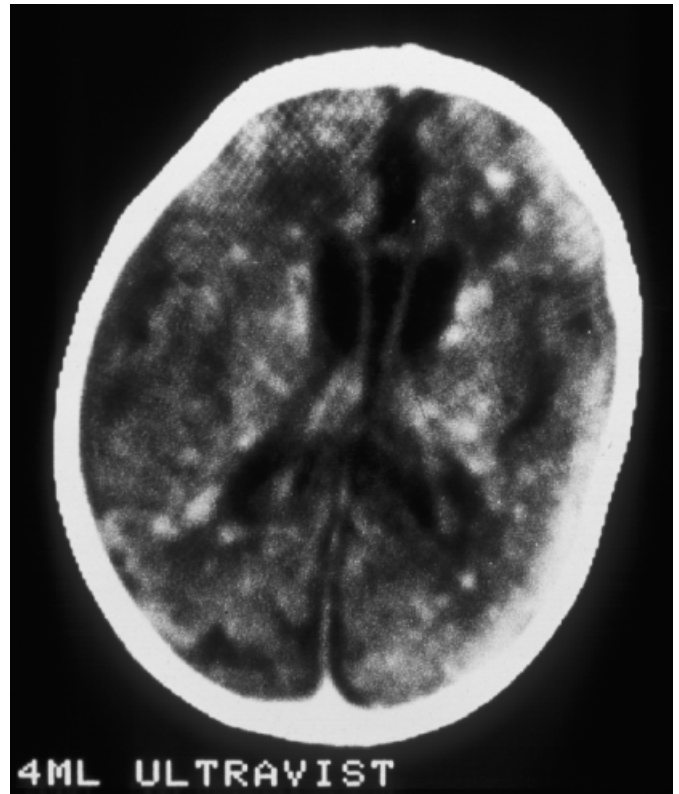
Candida-Enzephalitis bei einem Neugeborenen (CT-Bild).
